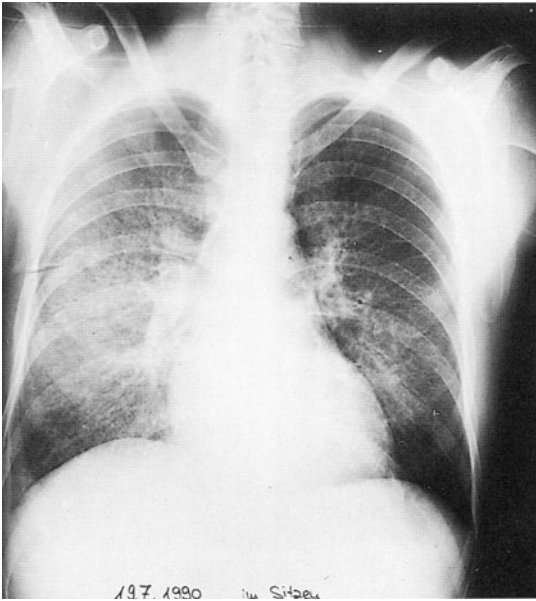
Thorax-Röntgenbild des Patienten FI., A. vom 19.07.90
